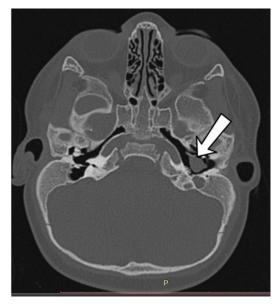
КТ височных костей в аксиальной проекции. Стрелками отмечена врождённая холестеатома в барабанных полостях.
